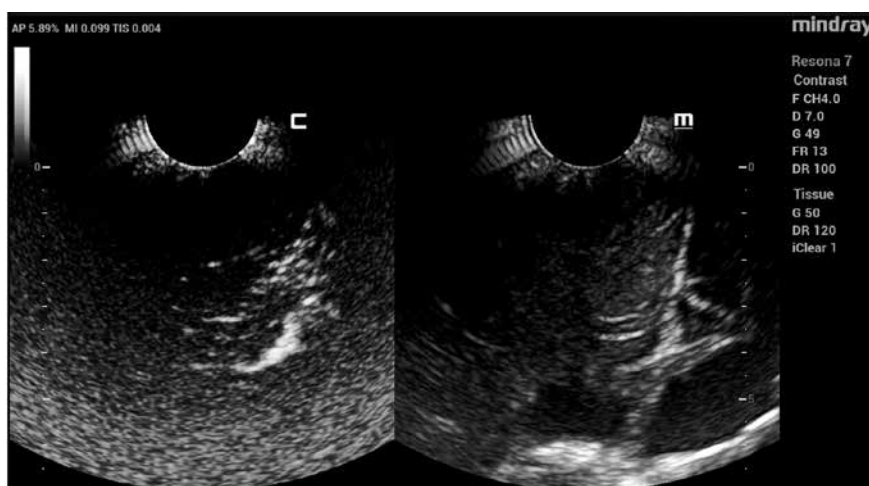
ИОУЗИ. В левой части изображения – с использованием контраста Соновью. В правой части – без контрастного усиления
